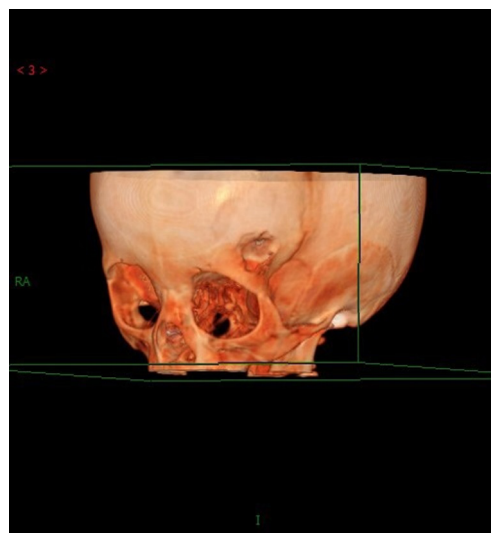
CT表面遮盖显示SSD技术显示额骨左侧、左侧眼眶上方可见一类圆形膨胀性骨质缺损区
